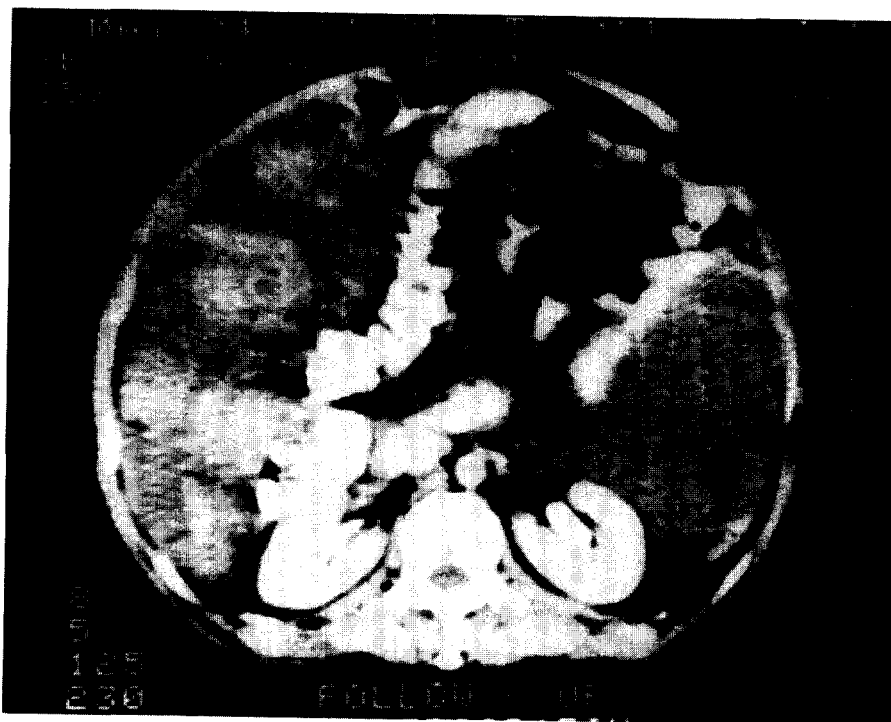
External indentation & medial displacement of the ascending colon due to multiple omental masses in CT.
